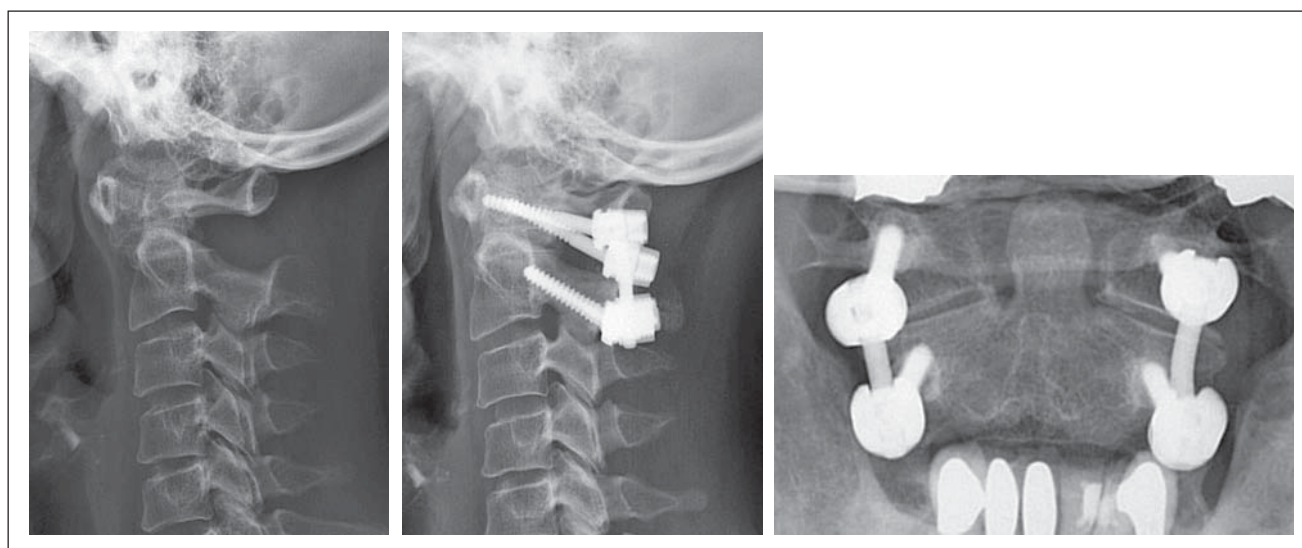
57-jährige Patientin mit isolierter horizontaler Instabilität C1/2. a) Präoperativer Situs. b) Seitliches Röntgen postoperativ mit Stabilisierung durch polyaxiales Schraubensystem. c) Sandberg-Aufnahme (Dens durch offenen Mund). Postoperativ mit deutlich erkennbarer transpedikulärer Verankerung der Schrauben.
